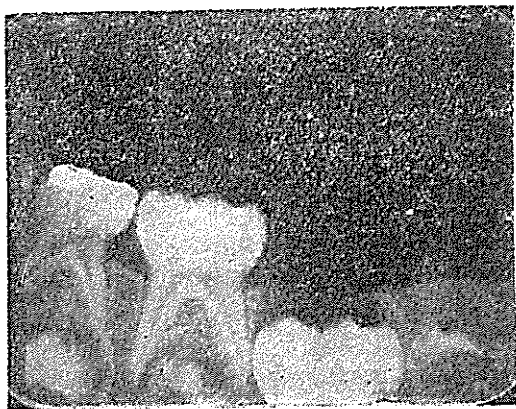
Roentgenography showing lower right 2nd. primary molar before treatment.
